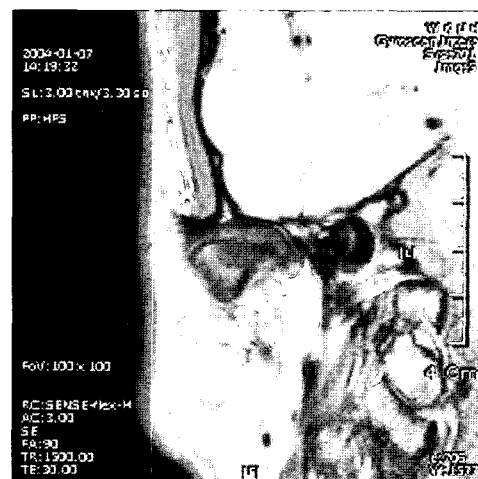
The magnetic resonance images of temporomandibular joint shows medial displacement of articular disc.
